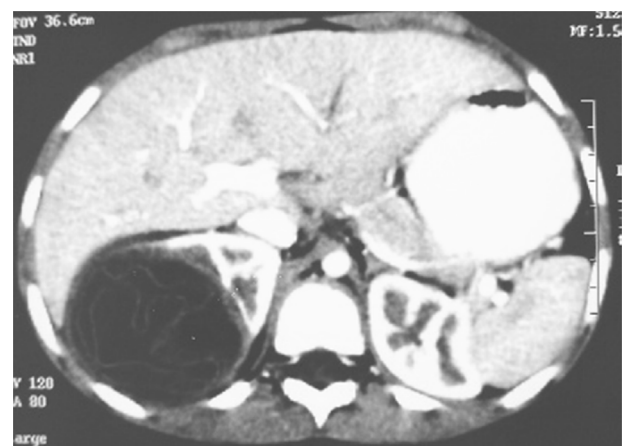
TDM abdominale en coupe axiale avec injection de PDC : masse kystique à paroi propre du pôle supérieur du rein droit avec enroulement de membrane en rapport avec un kyste hydatique type II.
